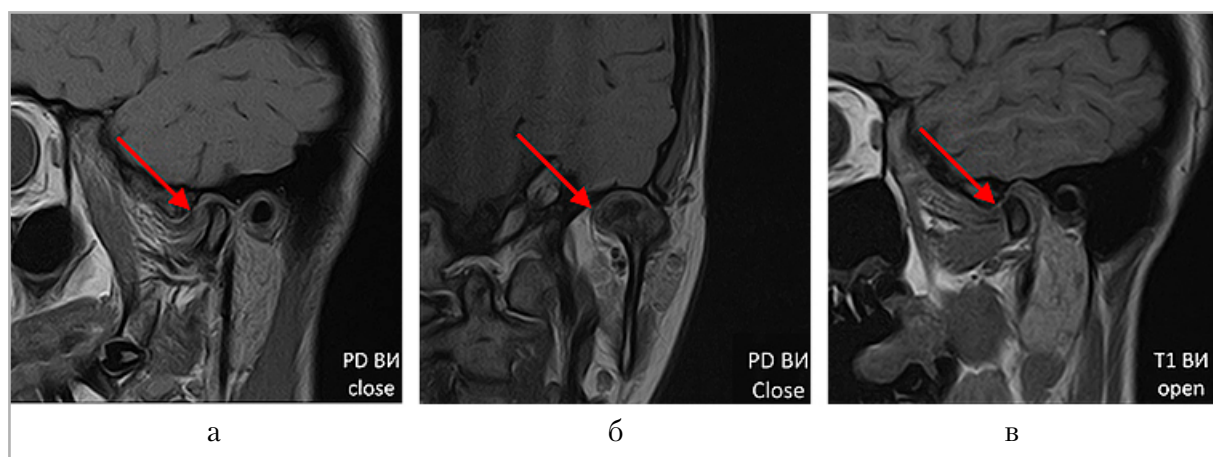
МР-томография височно-нижнечелюстного сустава пациента с серопозитивным РА при поступлении: *а* — режим PD ВИ, кососагиттальный срез, положение закрытого рта; *б* — режим PD ВИ, косокоронарный срез, положение закрытого рта; *в* — режим T1 ВИ, кососагиттальный срез, положение открытого рта. Внутренние нарушения по Wilkes C. 3 стадия (красная стрелка): значительное вентральное смещение диска с небольшими краевыми остеофитами головки нижней челюсти, высота диска снижена
